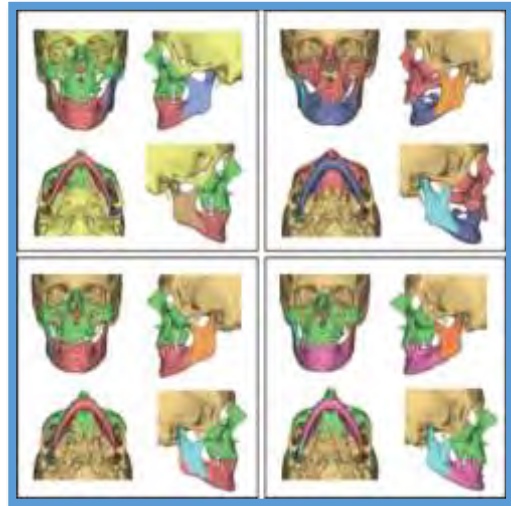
TC en 3D que muestra la situación de antes y después del trasplante de maxilar y mandíbula en el caso de Baltimore.
